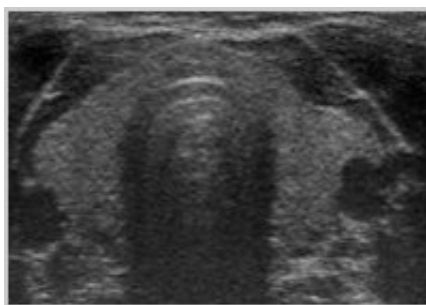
Beispiel Sonographie: Querschnitt durch einen normalen Schilddrüsenlappen
